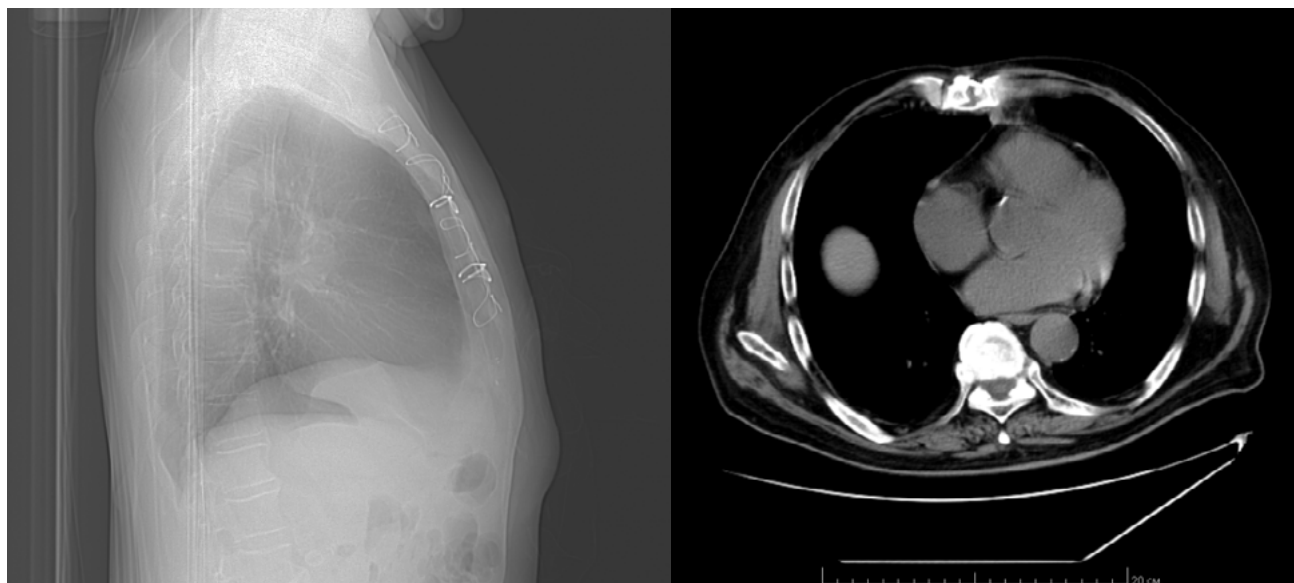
КТ органов грудной клетки
